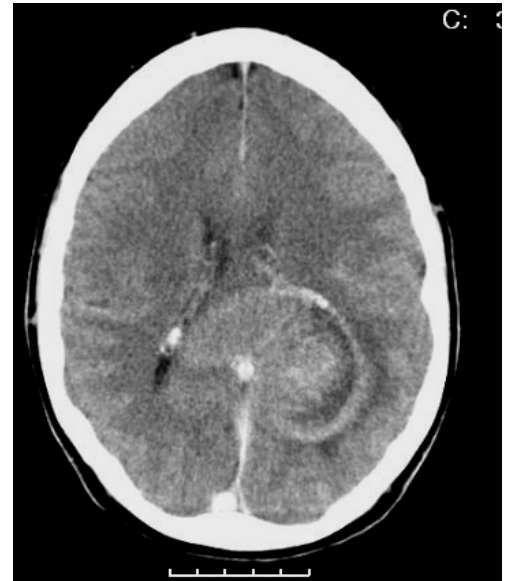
unscharfe zentrale Raumforderung im CT
